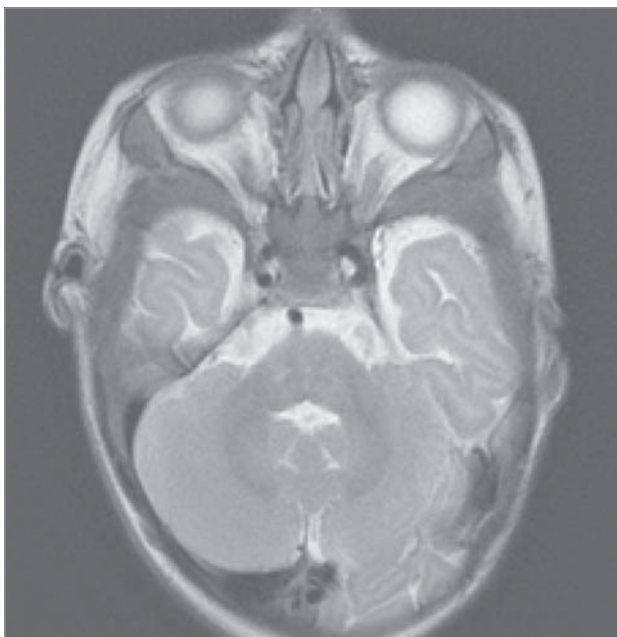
Магнітно-резонансна томографія голови, пацієнта №3: потовщення кісток черепа
